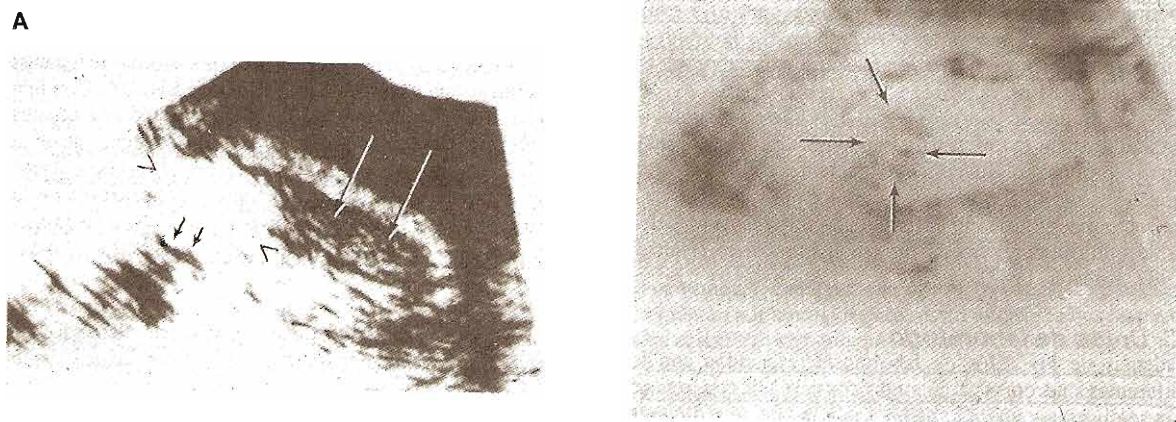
A: Ultrasonido de un quiste renal sencillo mostrando parénquima renal (flechas largas), pared quística (cabezas de flechas) y una pared posterior fuerte (flechas cortas). B: Ultrasonido de una masa renal sólida (flechas).
